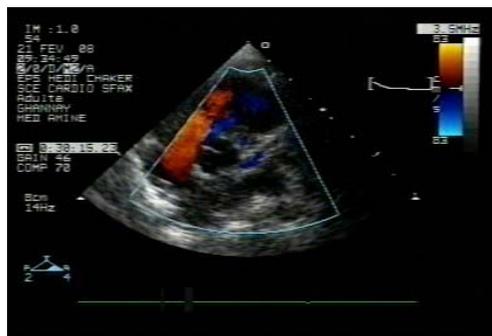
aspect échographique en coupe parasternale petit axe , la coronaire gauche est très dilatée, donnant l'impression qu'elle naît au niveau du sinus coronaire gauche , mais en doppler couleur le flux est bleu, témoignant d'un flux rétrograde.
